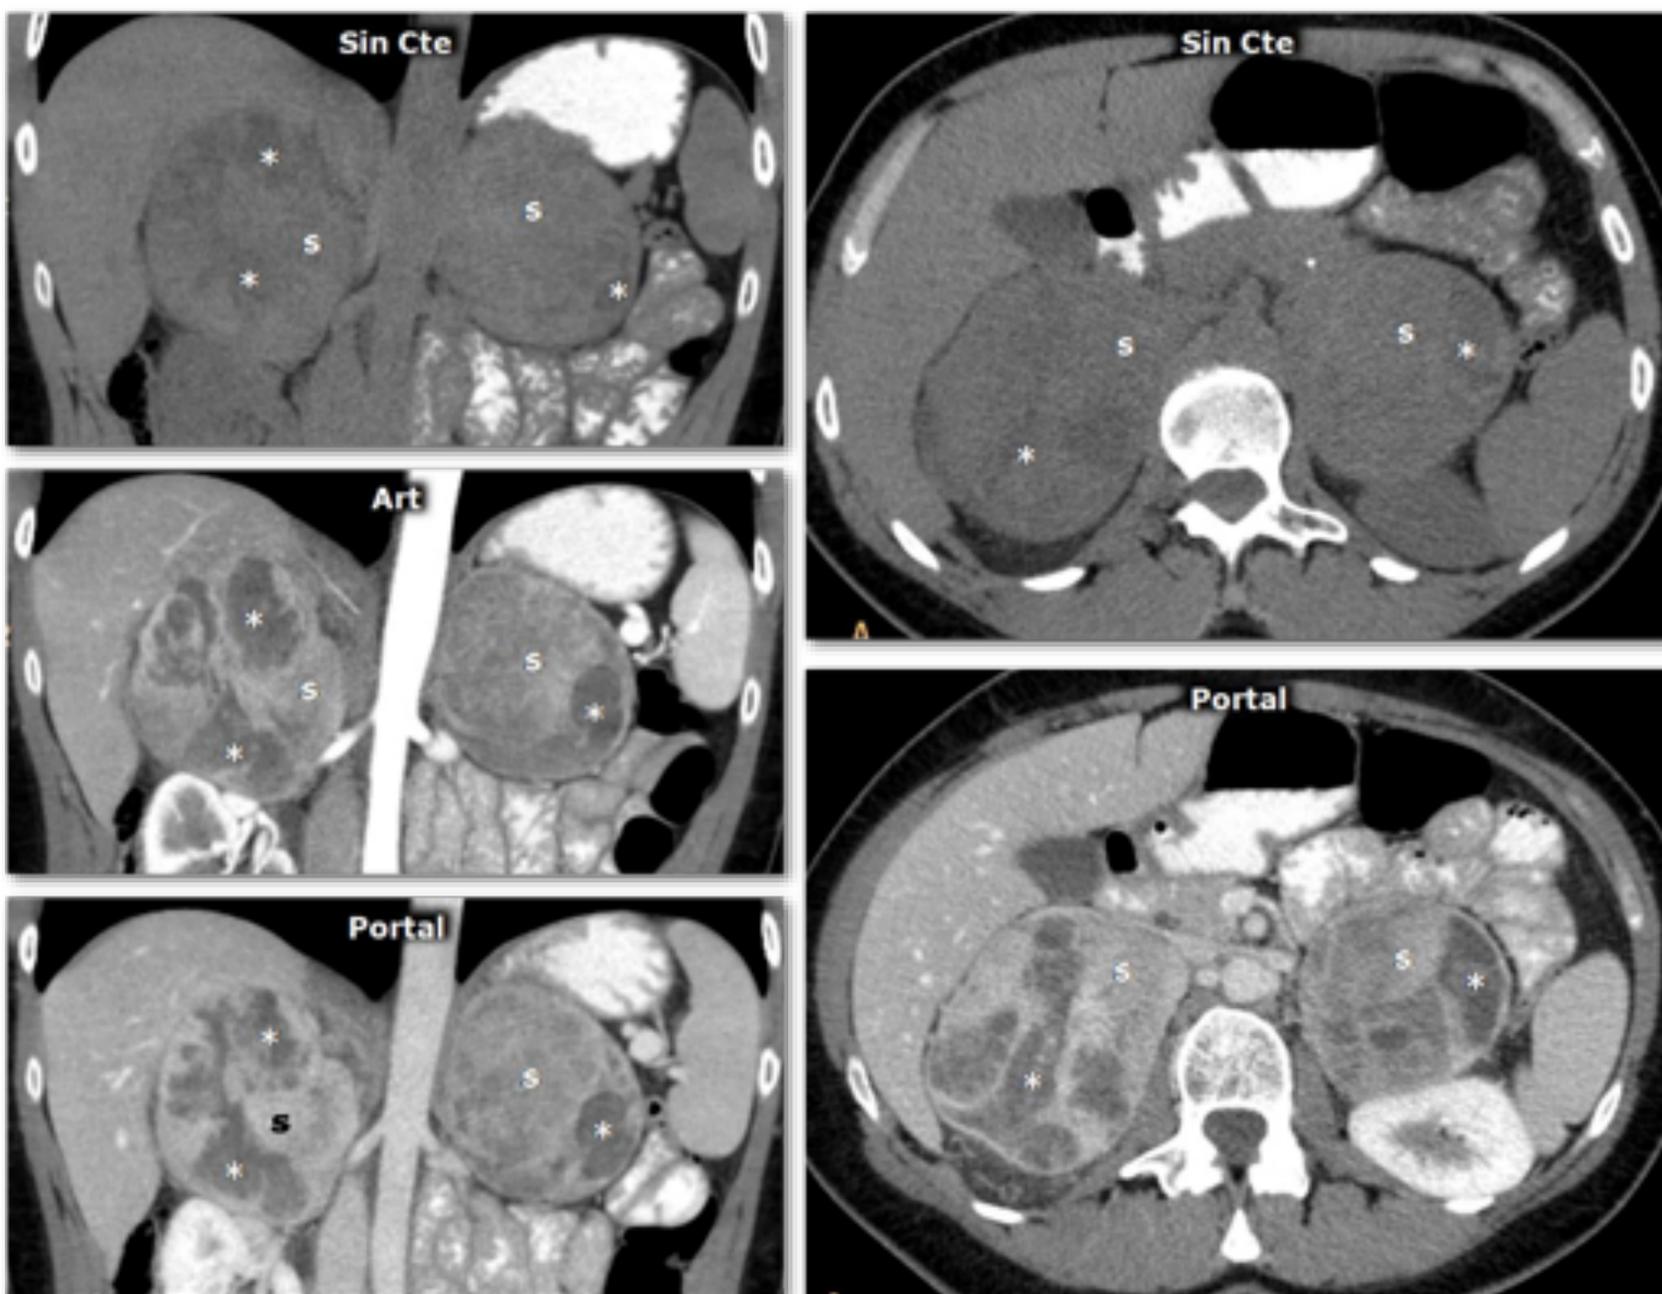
Síndrome MEN2A con feocromocitoma bilateral y carcinoma medular de tiroides milimétrico (dos focos identificados en tiroidectomía total profiláctica). Mujer de 42 años que consulta por episodios de hipoglucemia. Se solicita ecografía y después se realiza TC. Con posterioridad se identificaron cifras elevadas de catecolaminas y derivados en orina. Hallazgos en TC. Se aprecian dos masas adrenales grandes y bien delimitadas, con áreas sólidas (s) que realzan de forma intensa tanto en fase arterial como portal, y otras quísticas (*) sin realce significativo.
